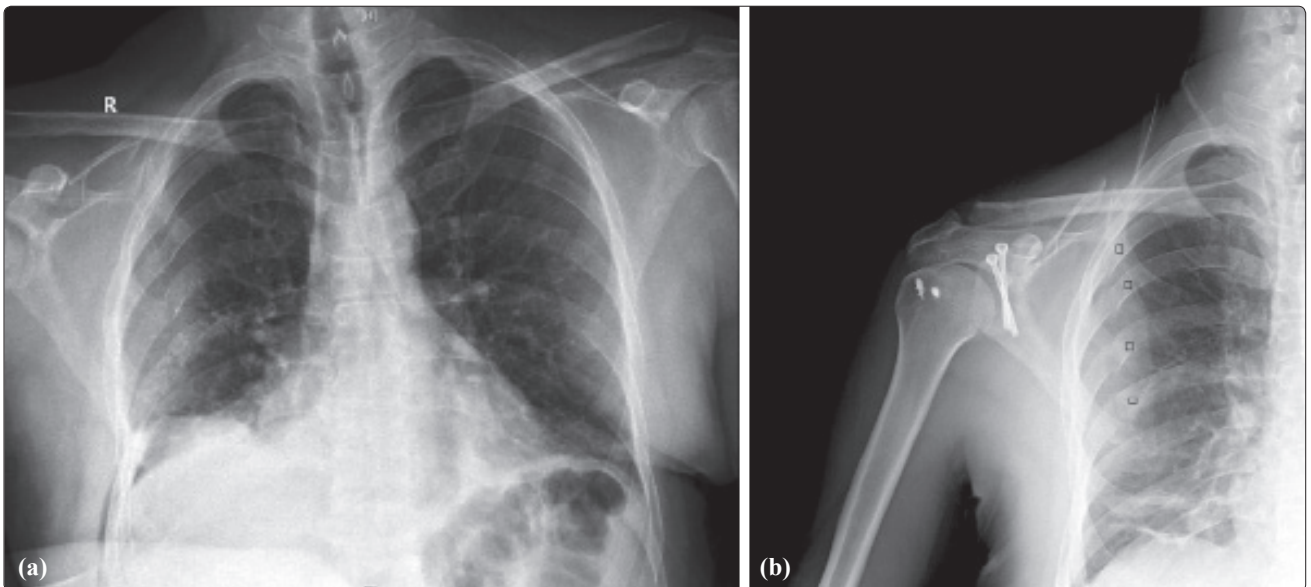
(a) Hastanın acil servise başvuru anında çekilen akciğer grafisi. Kırık hatları ok ile işaretlenmiştir. (b) Velpeau bandajından 24 saat sonra hastada gelişen hemopnömotoraks ve kaburga kırıklarındaki ayrışma. Kırık hatları ■; pnömotoraks alanı ▲ ve hemotoraks alanı ○ ile işaretlenmiştir.
